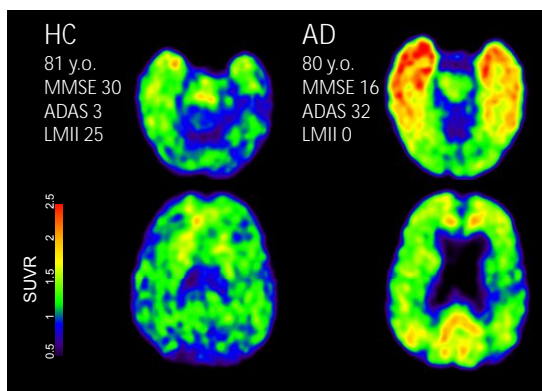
$^{18}\text{F}$ -(S)-THK-5151 の臨床 PET 画像
